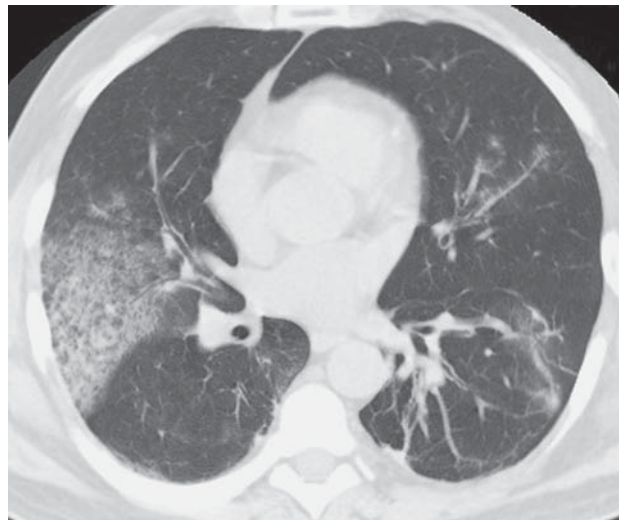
Компьютерная томограмма органов грудной клетки. Множественные периваскулярные участки уплотнения легочной ткани по типу “матового стекла” в обоих легких. Зона высокоинтенсивного “матового стекла” треугольной формы в S_{VI} правого легкого.
